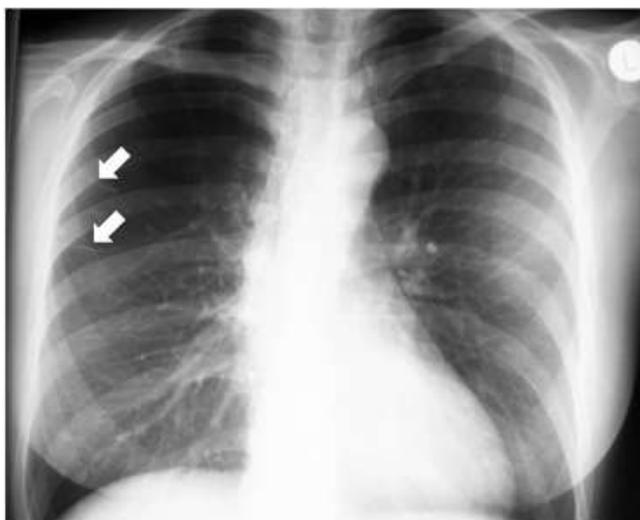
Gambar foto toraks seorang pria dengan riwayat merokok lama.⁹
